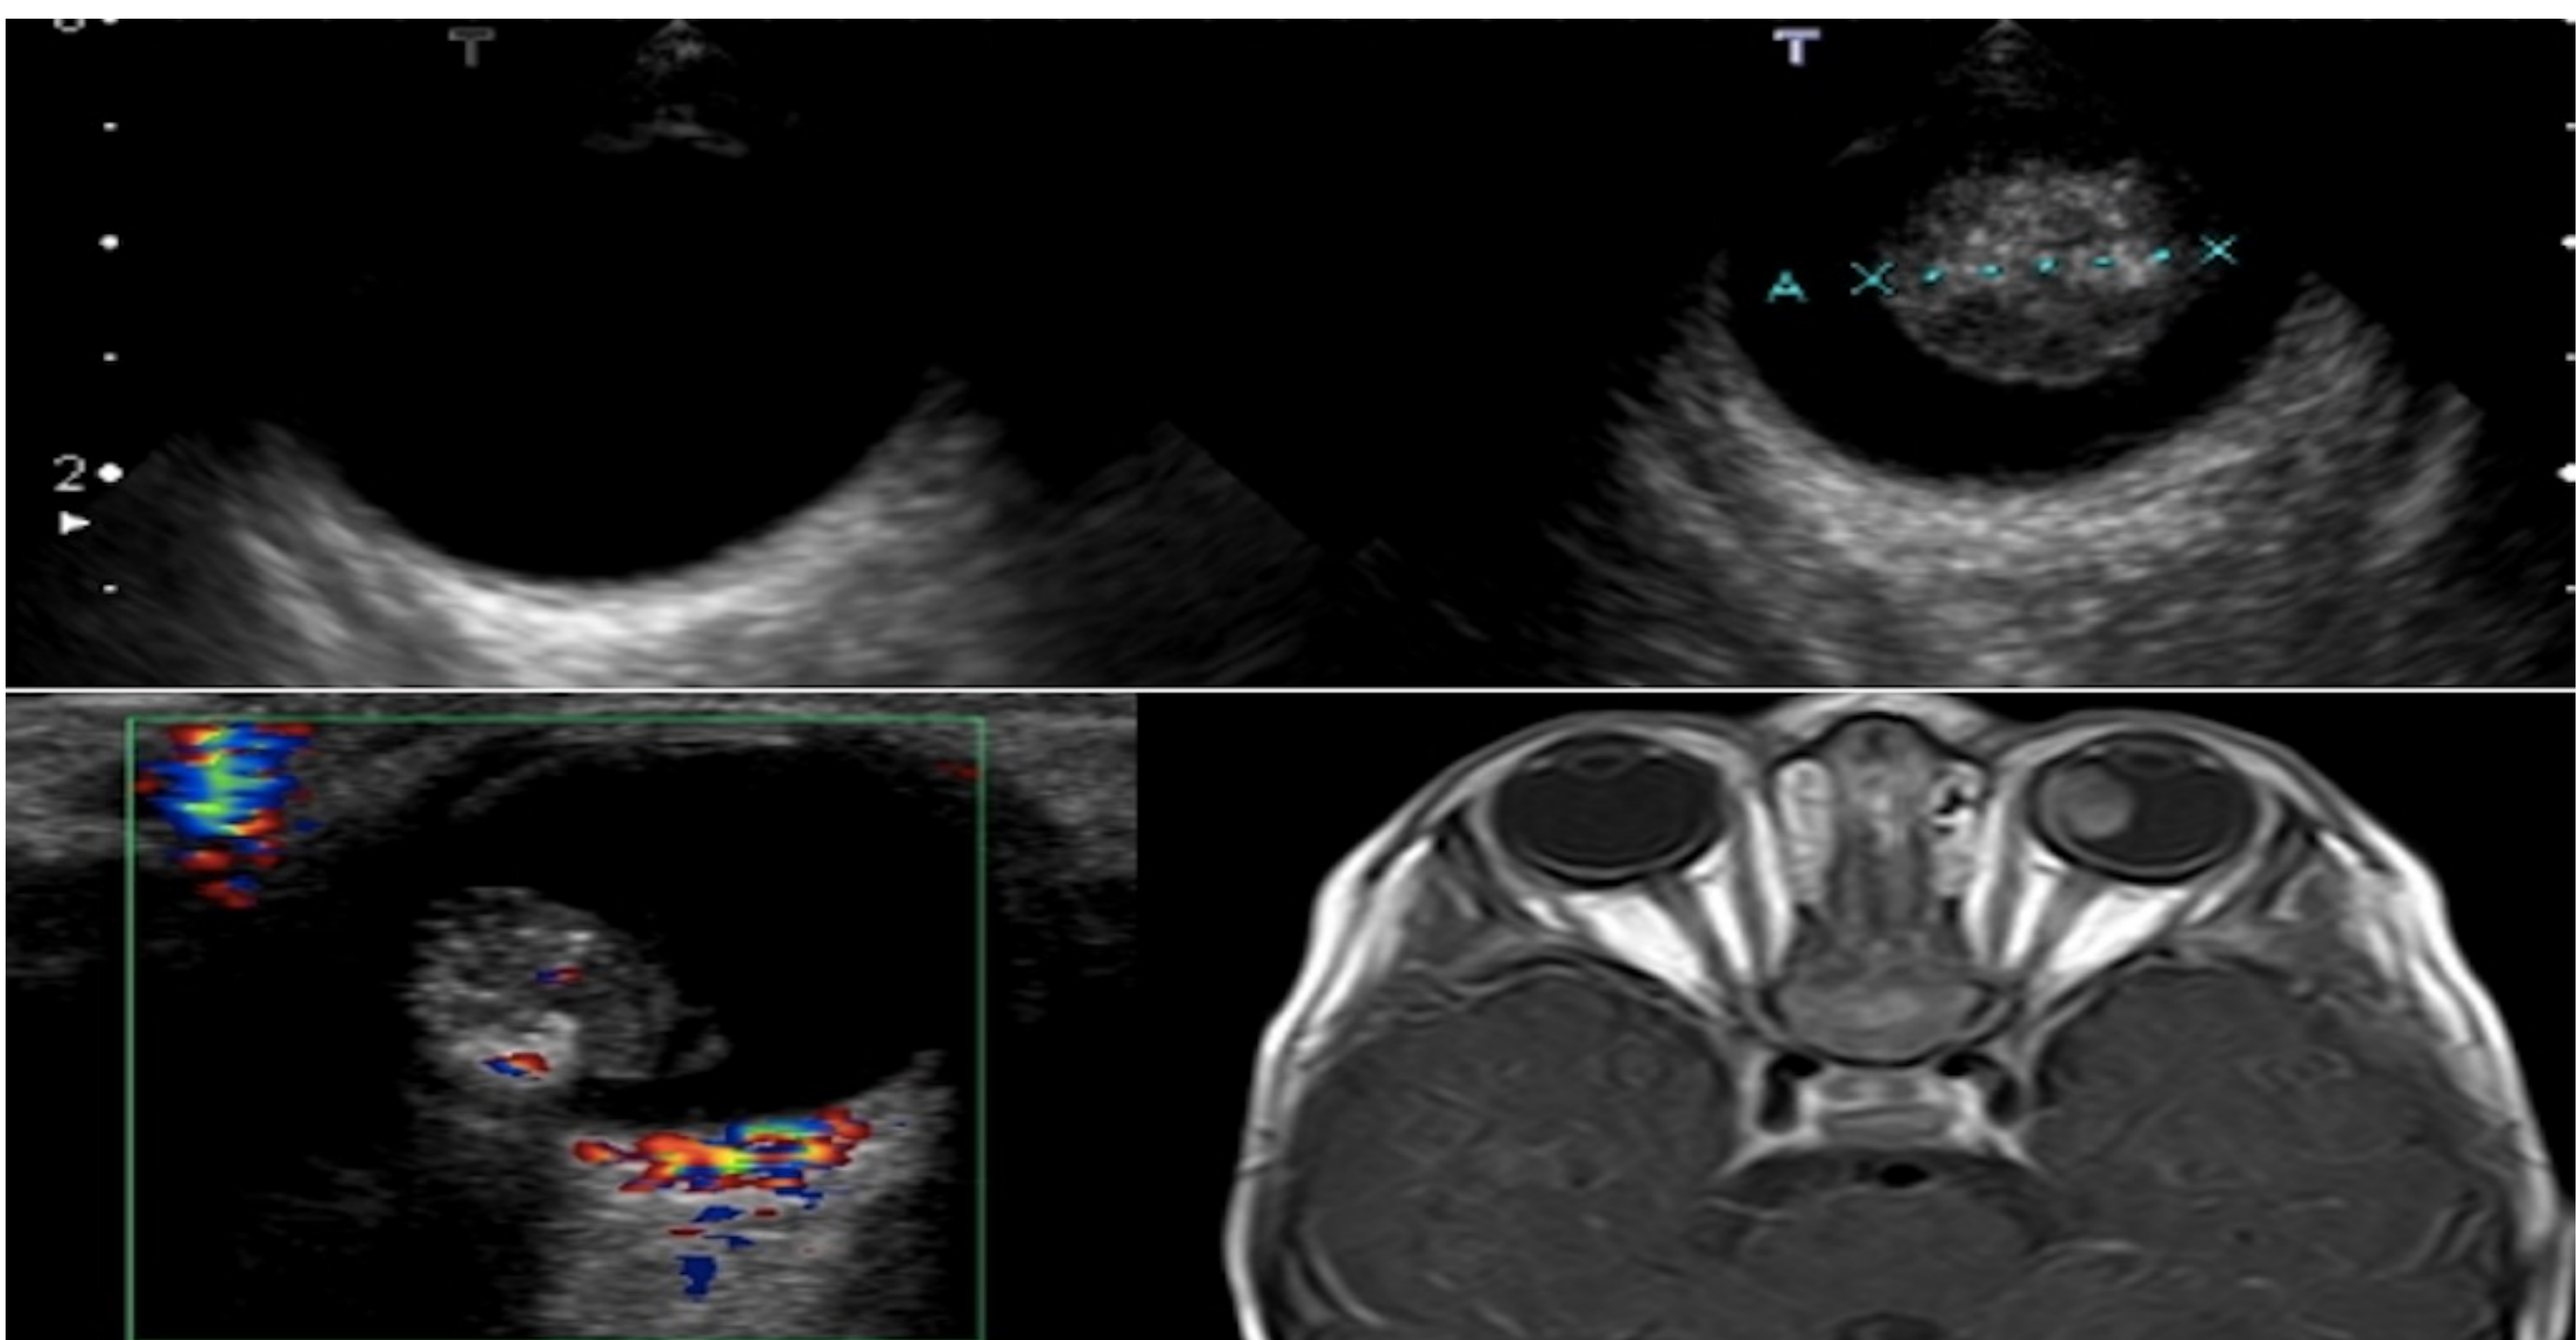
Retinoblastoma (ecografía y RM): Masa de aspecto sólido en la cavidad vítrea con calcificaciones en el interior.
